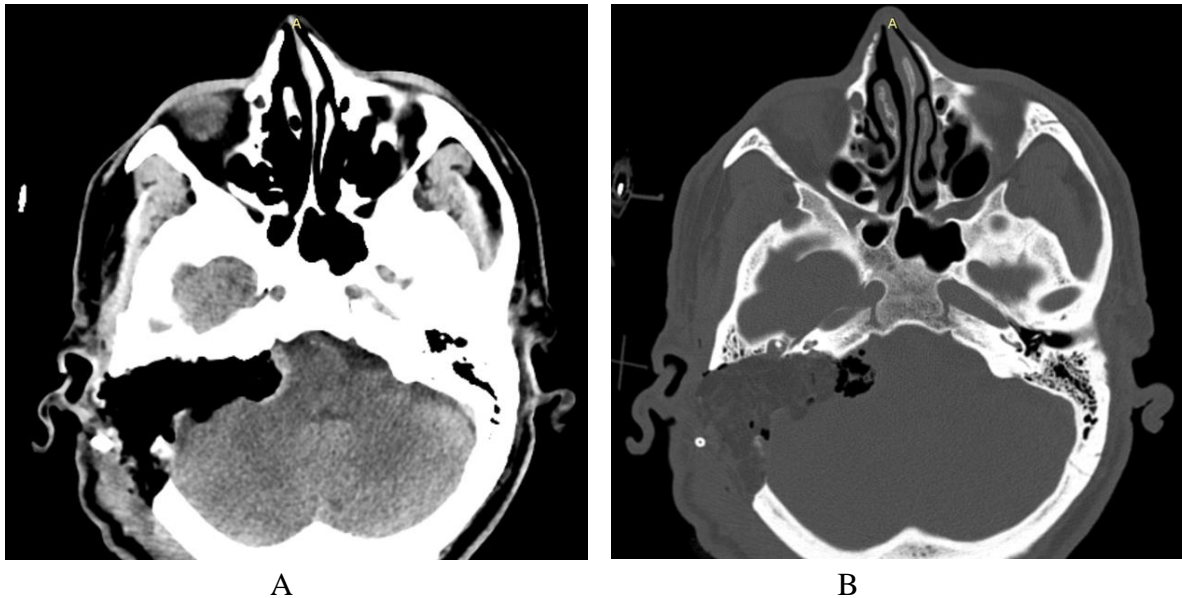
Imagini de tomografie computerizată la care se vizualizează: A - defectul postoperator; B - obliterarea defectului postoperator cu țesut adipos.
